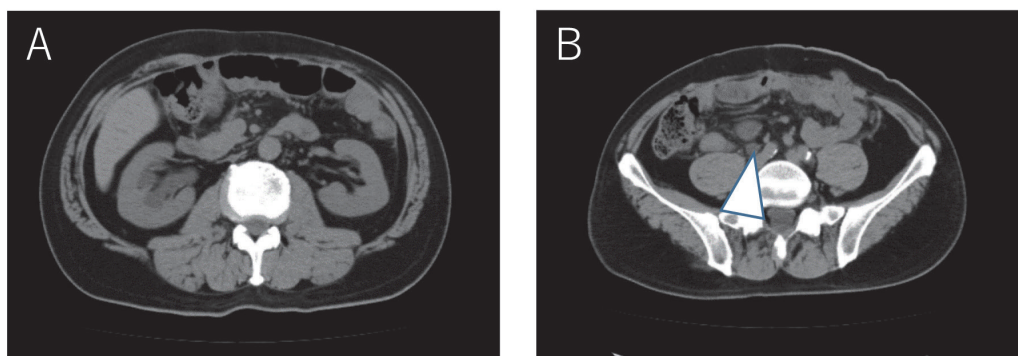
Computed tomography imaging findings
